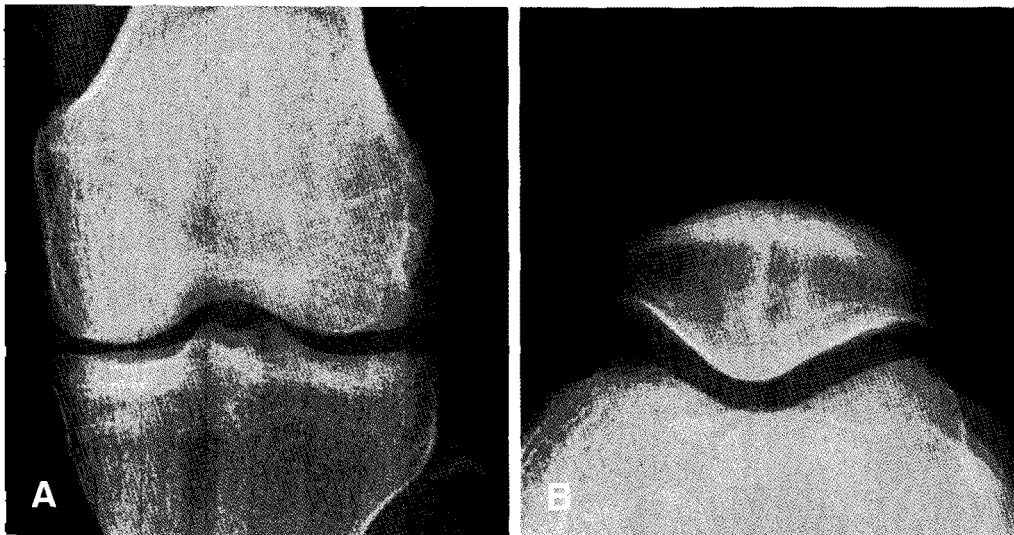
Plain radiographs including (A) anteroposterior and (B) skyline view show radiolucency with adjacent sclerosis in the center of the patella.
